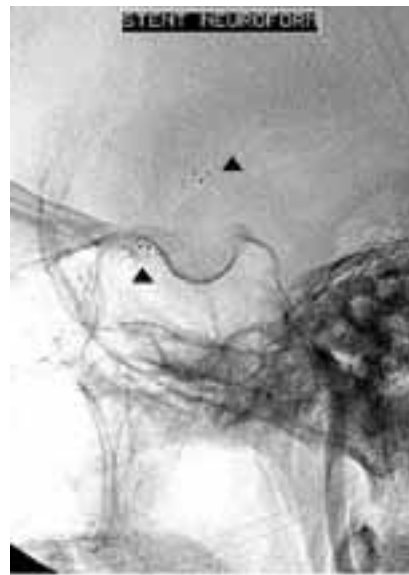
Radiografía lateral de cráneo demostrando las marcas radiopacas de la posición del neuroform.
